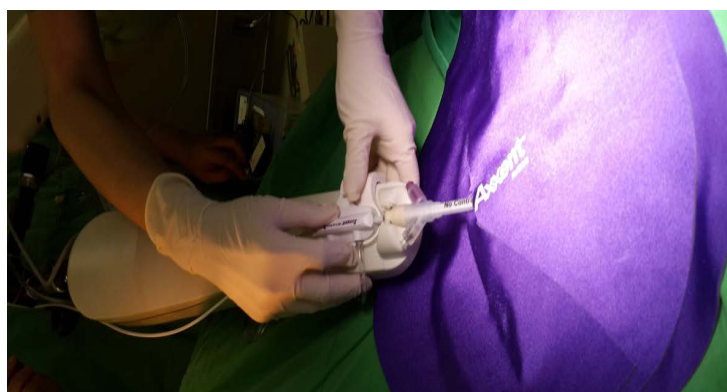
Connection of X-ray generator
